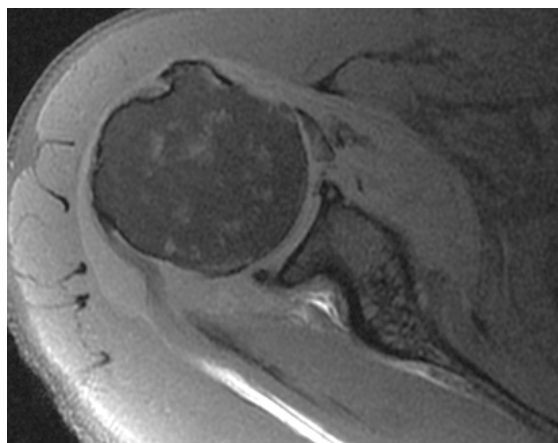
Exemple de concordance de rupture non transfixiante du tendon sub-scapulaire entre arthro-IRM (a : séquence axiale) et échographie (b)
